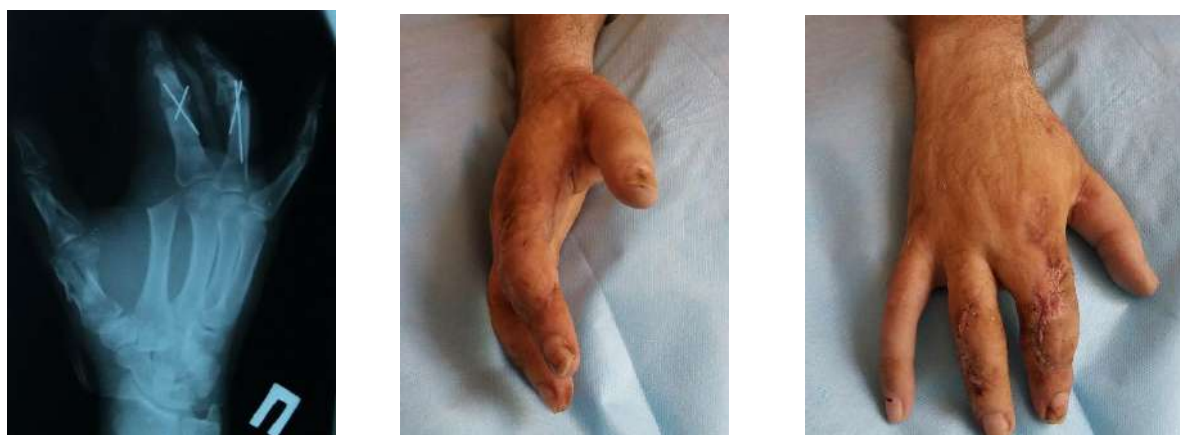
Пацієнт Г., історія хвороби 3302. Фото та рентгенограми кисті після артродезу проксимальних міжфалангових суглобів 3,4 пальця правої кисті
